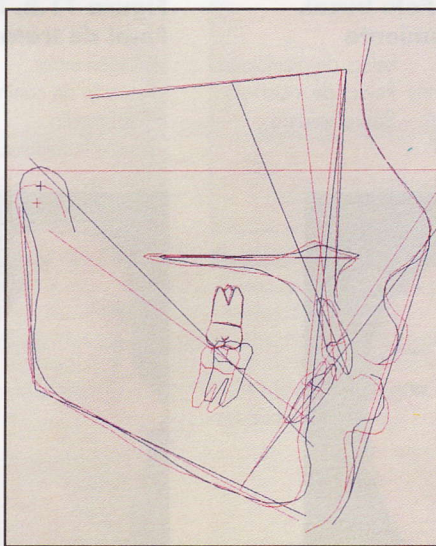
Superposición SN entre las telerradiografías inicial y final.
